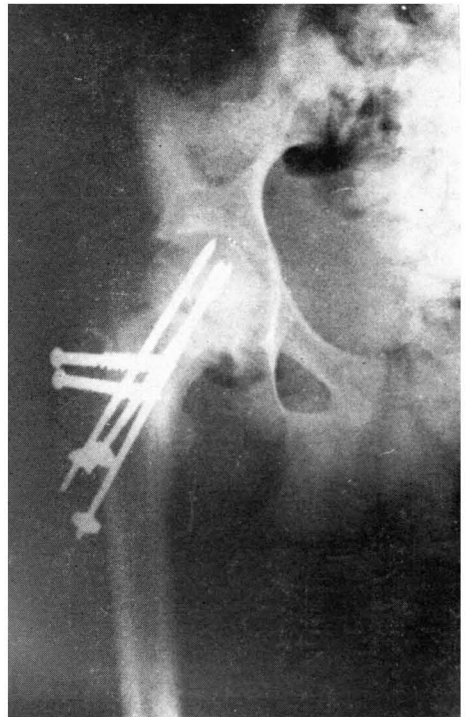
Radiografía anteroposterior de cadera izquierda postoperatoria del mismo caso en la cual se observa la excelente reducción obtenida. Hay signos osteoporóticos en vertiente epifisaria y acetabular. La línea articular presenta un evidente pinzamiento coincidiendo clínicamente con una pérdida de movilidad rotatoria.
